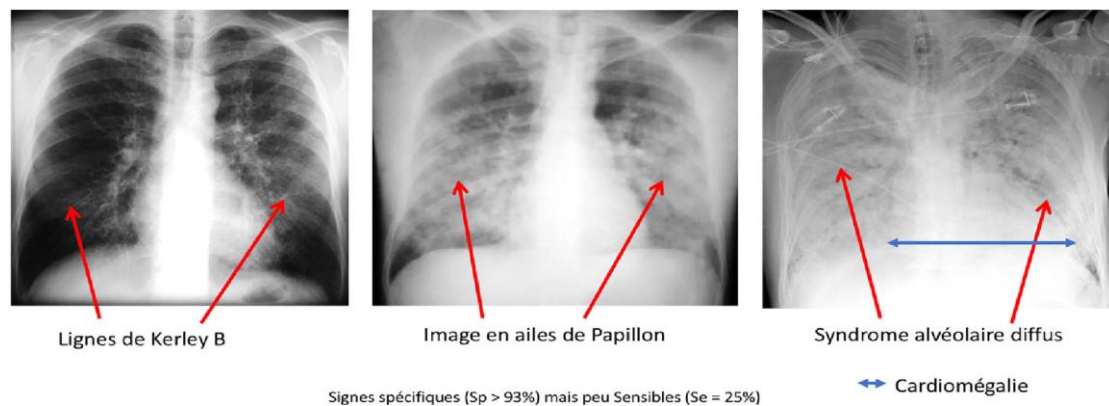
Aspects radiographiques des signes retrouvés dans le syndrome d'ICA(27)
